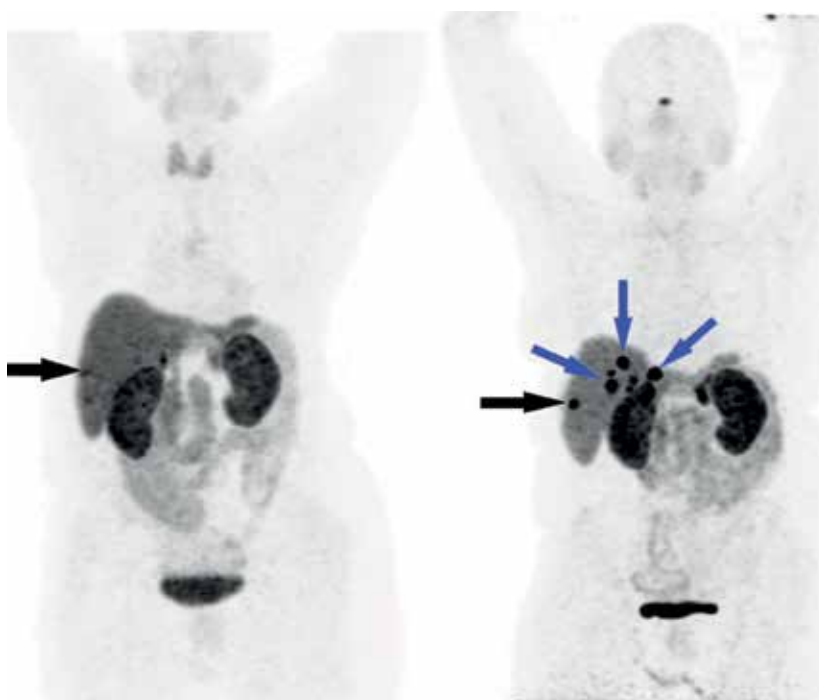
3D-изображения (проекция максимальной интенсивности) ПЭТ с ^{68}Ga -DOTATATE. После радикального хирургического лечения выявляется вторичное поражение печени (а, чёрная стрелка). Продолжена биотерапия. Через 17 мес отмечено прогрессирование в виде появления новых очагов гиперфиксации ^{68}Ga -DOTATATE (б, синие стрелки). Физиологическое накопление ^{68}Ga -DOTATATE в почках, селезёнке, мочевом пузыре
